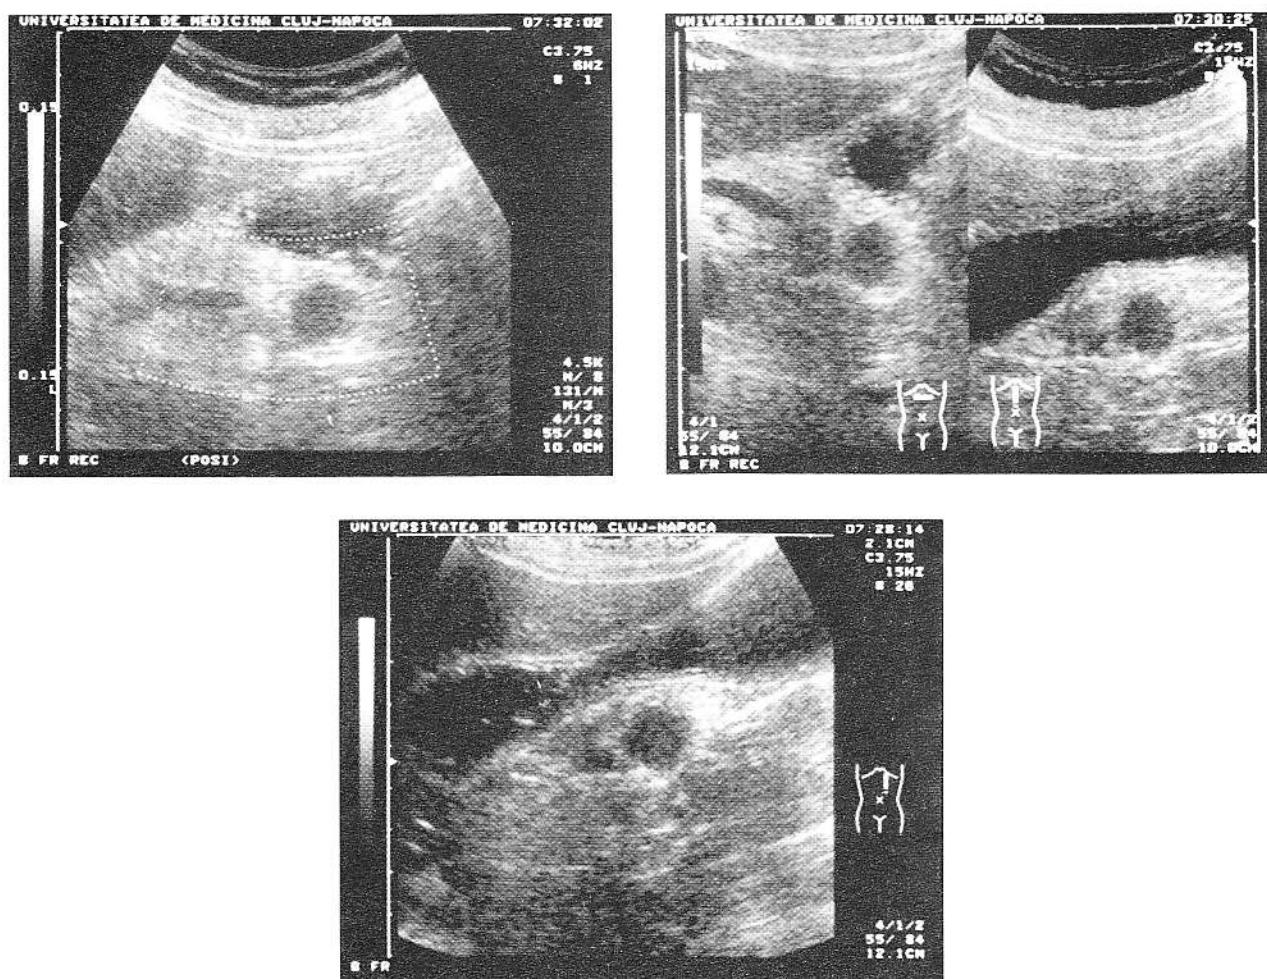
7 și 8. Caz nr.2. Ecografie pancreatică prin hidrosonografie gastrică: imagine nodulară hipoeogenă, bine delimitată, de 17 mm diametru, situată în coada pancreasului.
